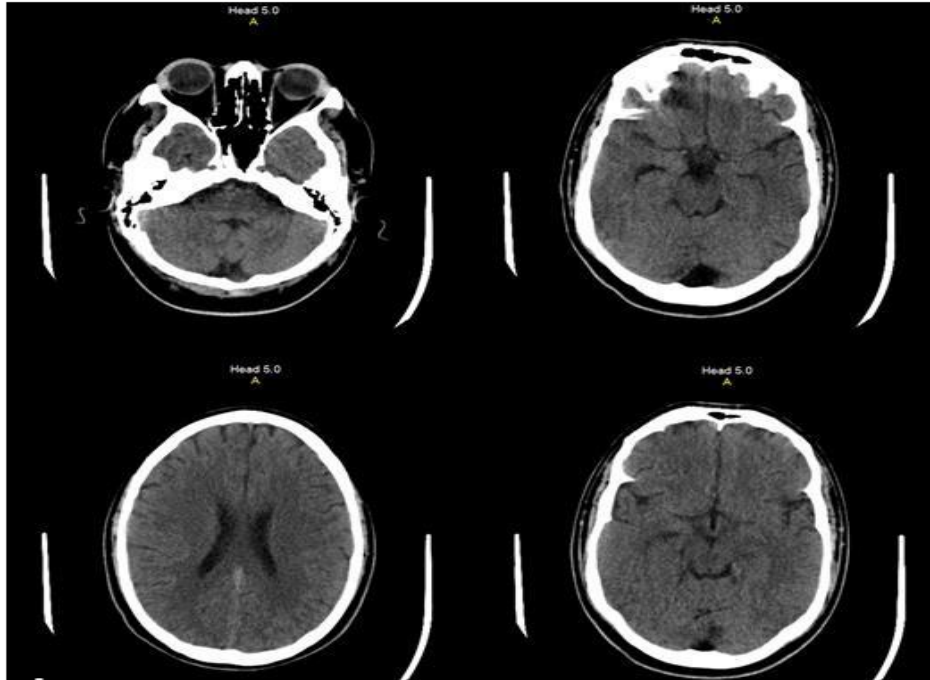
Imagen de tomografía axial computarizada. Se evidencia que la línea media se conserva central, no hay evidencia de lesiones intraparenquimatosas, el espacio subaracnoideo se encuentra conservado, el sistema ventricular muestra configuración habitual con permeabilidad de las cisternas de la base, puente y mesencéfalo de apariencia normal.
